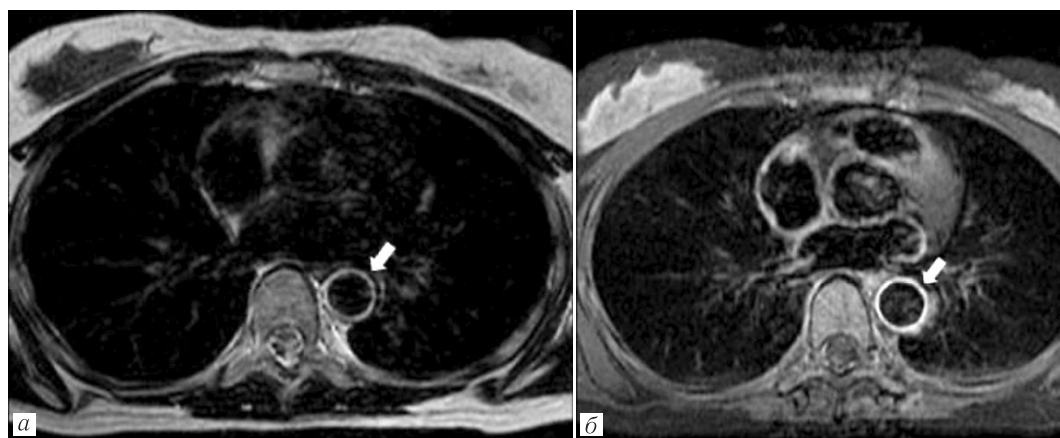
МРТ 18-летней пациентки с НАТ: *а* — T2-ВИ; *б* — T1-ВИ+Gd. Пораженная стенка аорты демонстрирует слабое утолщение и кольцевидное повышение сигнала вдоль интимы (*а*, стрелка), а также активное накопление парамагнетика (*б*, стрелка)
